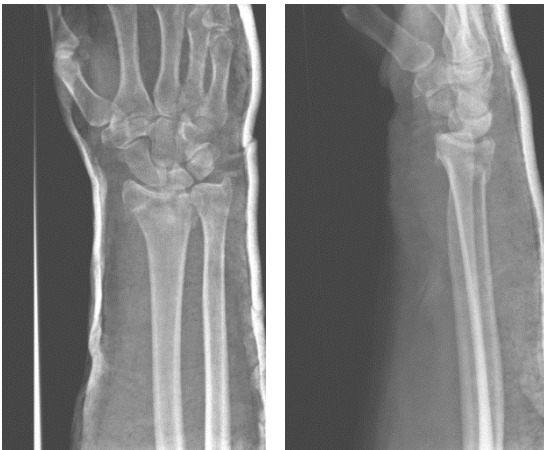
Röntgen a.p. und seitlich 3 Tage posttraum.
